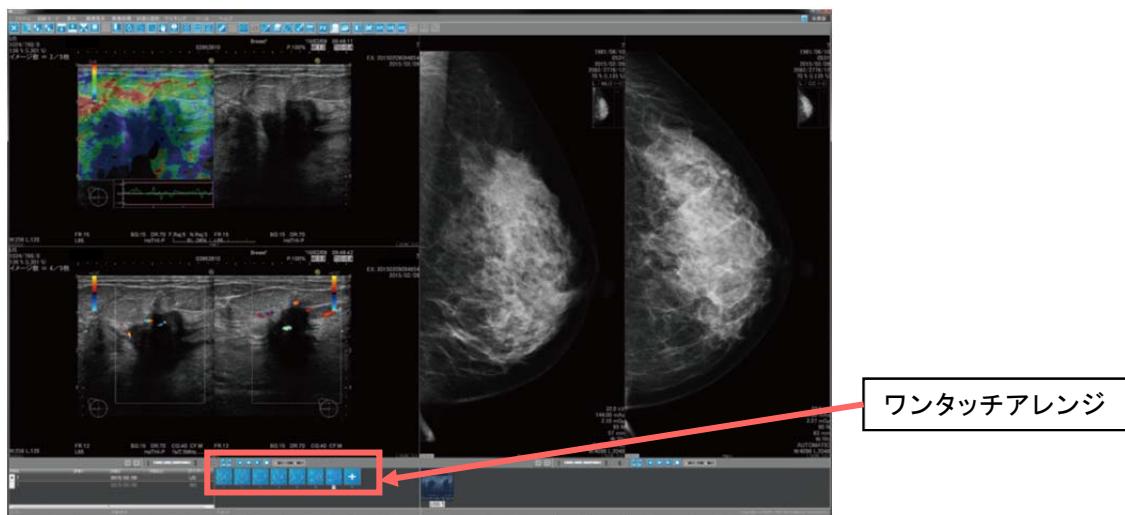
マンモグラフィ画像と乳房超音波画像の併用比較読影
